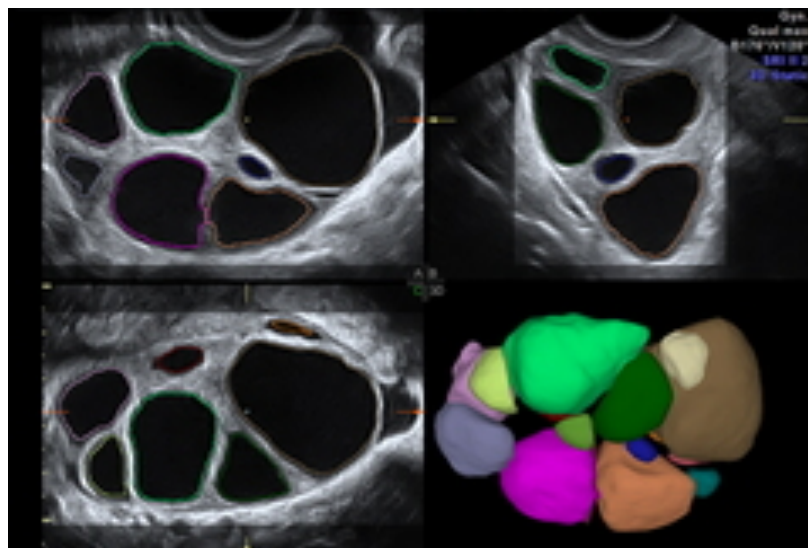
Compte des follicules antraux échographique, avec reconstitution 3D, Source Dr Thibaut Vernet.
